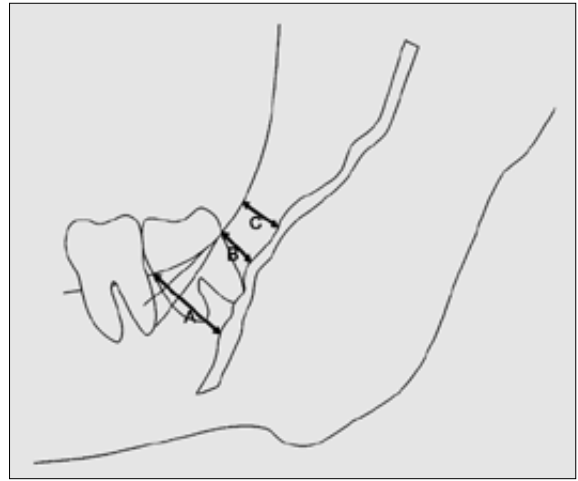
The measurements of the shortest distance between the anatomical structures and the lingual nerve(LN) on the tracing of the radiograph (A : mesial portion of the mandibular 3rd molar, B : distal portion of the mandibular 3rd molar, C : retromolar region).
